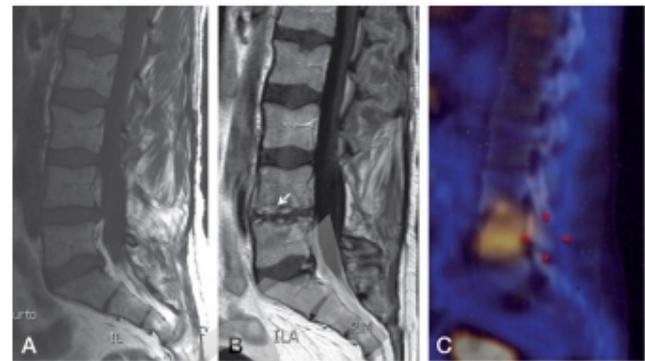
Figura e19.11 Espondilodiscitis posquirúrgica. A. RM preoperatoria. B. RM postoperatoria. Destrucción del disco intervertebral y captación de contraste en el tejido inflamatorio. C. Captación en la gammagrafía con galio.
